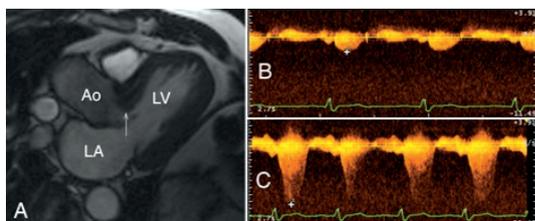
Пациент П., 56 лет, с жалобами на потери сознания при интенсивных физических нагрузках на фоне гипертрофической кардиомиопатии. При магнитно-резонансной томографии миокарда (А) выявляется утолщение базального отдела межжелудочковой перегородки до 2 см (показано стрелкой), приводящее к обструкции выносящего тракта аорты (Ao). В состоянии покоя при частоте сердечных сокращений 71 уд/мин пиковый градиент в выносящем тракте аорты (В) составил 18 мм рт. ст., сердечный выброс – 5,3 л/мин. В ходе стресс-пробы пациент отмечал появление головокружения. Проба прекращена досрочно из-за угрозы развития синкопе. На высоте пробы при ЧСС 105 уд/мин пиковый градиент в выносящем тракте аорты (С) увеличился до 278 мм рт. ст., сердечный выброс уменьшился до 4 л/мин
